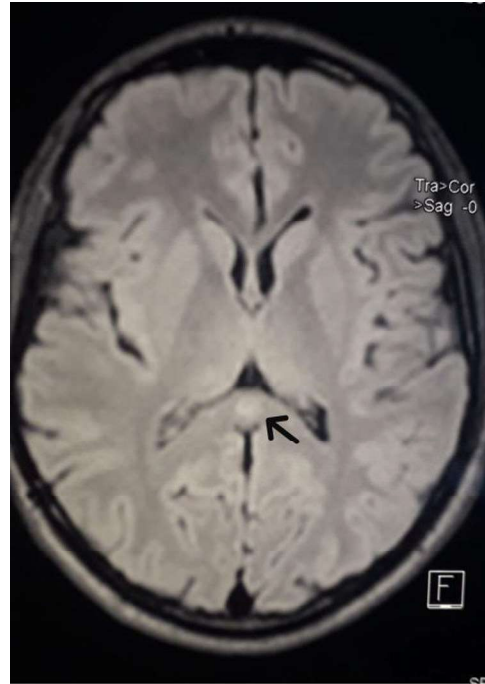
Resonancia magnética de cráneo con contraste al momento del diagnóstico (foco de restricción en sector posterior de cuerpo calloso).
